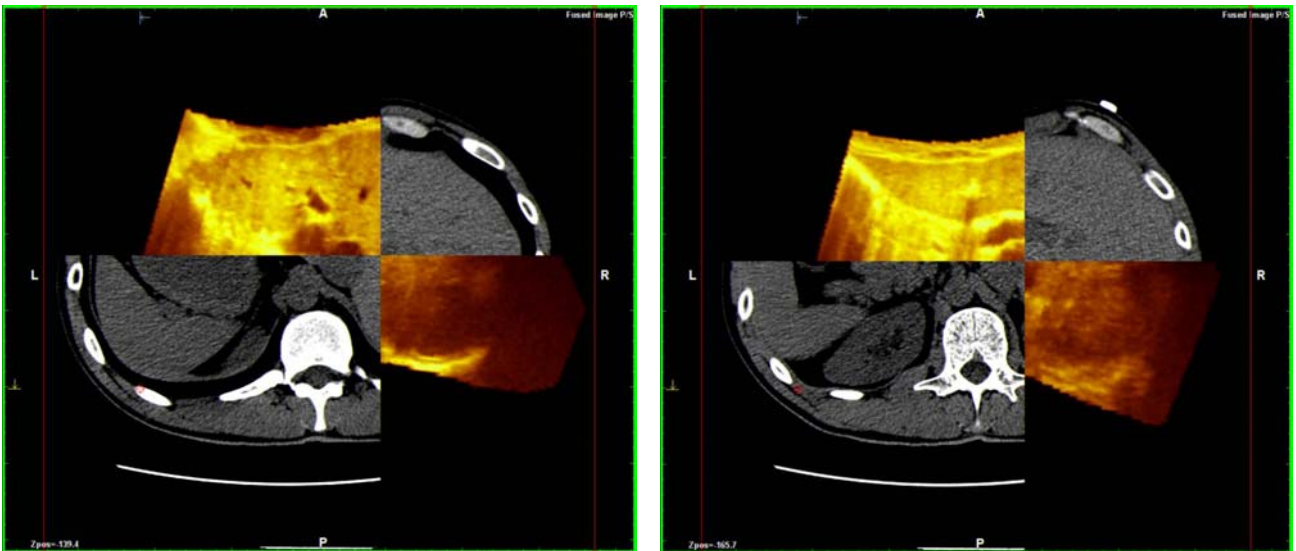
Tecnica di fusione con sistema di navigazione: i due diversi piani di ricostruzione [(a) e (b)] di CT e US mostrano un overlap perfetto. Questo sistema consente di separare i due piani (giallo per l'ecografia e grigio per la TC) mostrando una perfetta corrispondenza tra i margini di ognuna.
